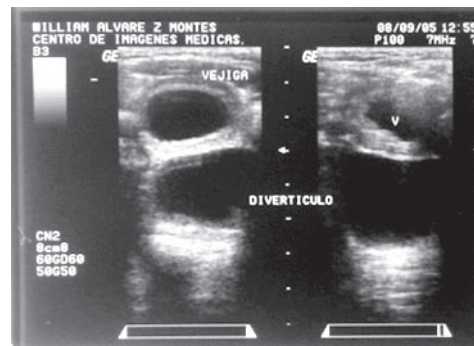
Ultrasonido renal y vesical: muestra el gran divertículo vesical.
